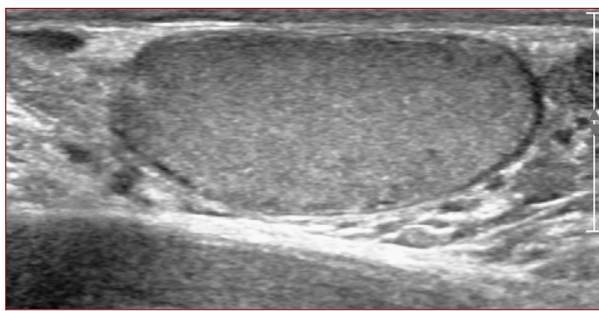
Ecografia scrotale, scansione sagittale. Il testicolo normale presenta morfologia ovoidale ed ecostruttura omogenea.
